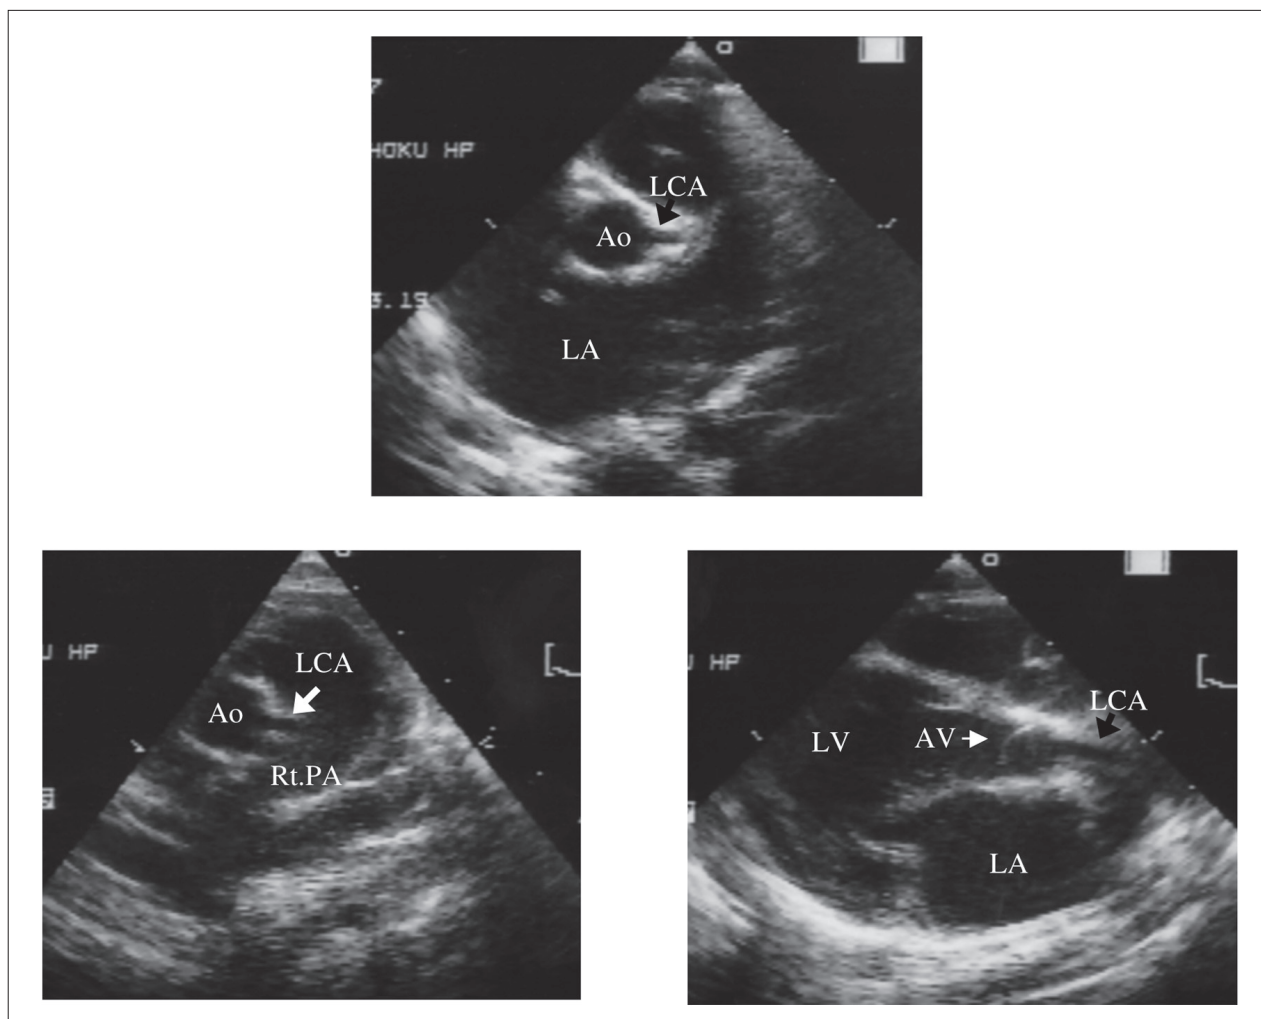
Parasternal short axis view (A) shows that left coronary artery appears to arise from normal position. Parasternal short axis view angled upward (B) and parasternal long axis view angled leftward (C) shows left coronary artery arising from a location distal to the sinotubular junction proceeding along the left side of the ascending aorta.
